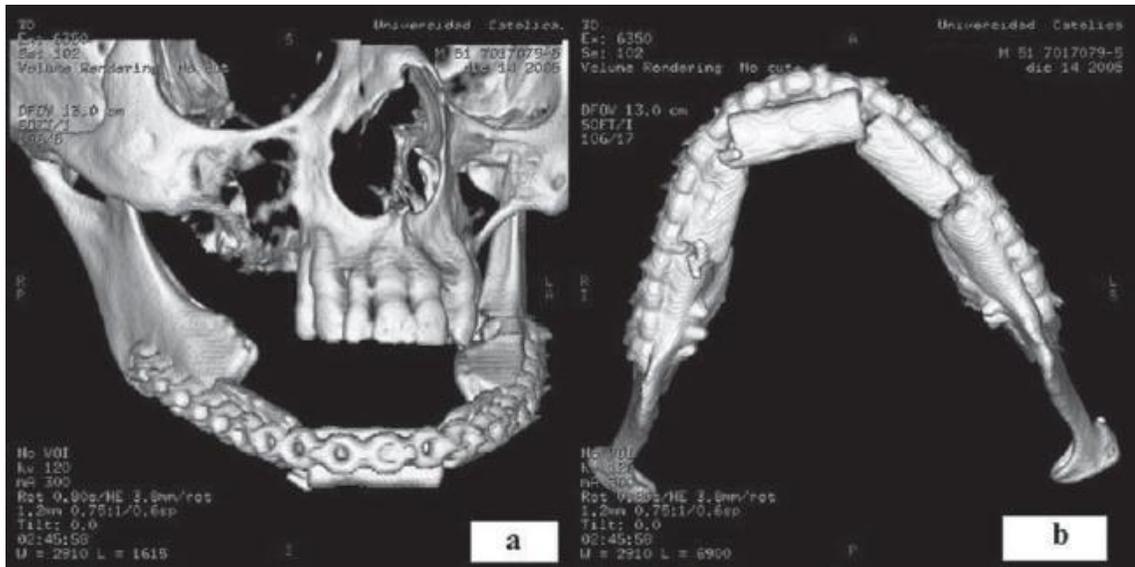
Tomografía axial computarizada de cabeza con reconstrucción tridimensional; A) y B) Visión latero-frontal e inferior, respectivamente, de la reconstrucción mandibular realizada en la extracción.²⁰
